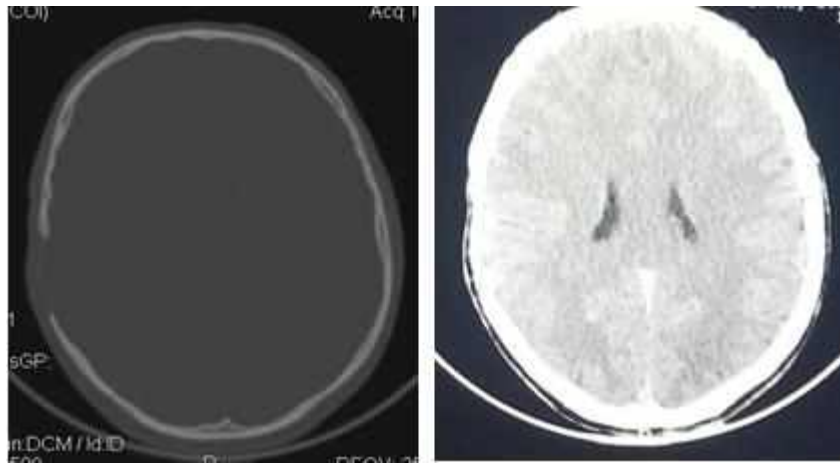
Спостереження №28. КТ-грама хворого А-ко, 22 роки (історія хвороби №2795).
